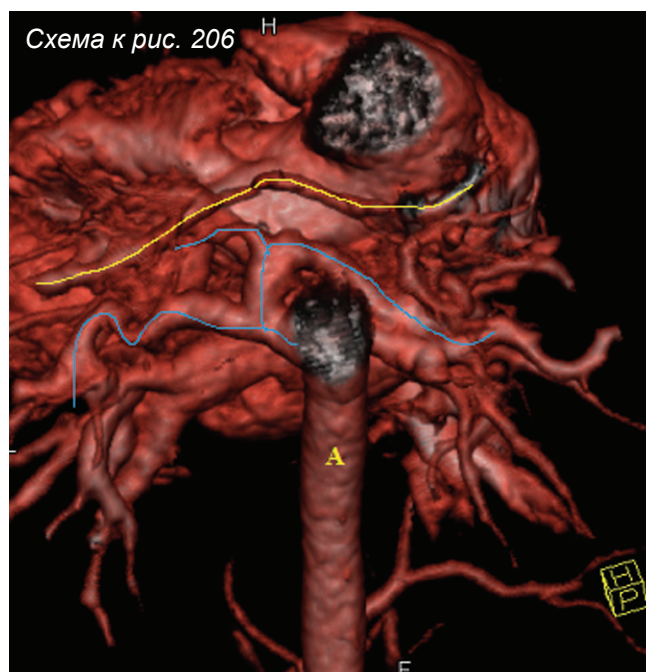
КТ-ангиография.
